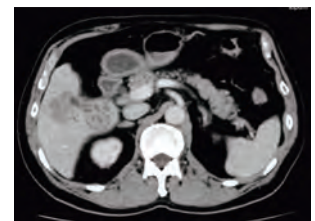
高気圧酸素療法10回後のCT。WBC 4,480 / μ l, CRP 0.09 mg/dlと減少し肝膿瘍も不明瞭化して退院した。
